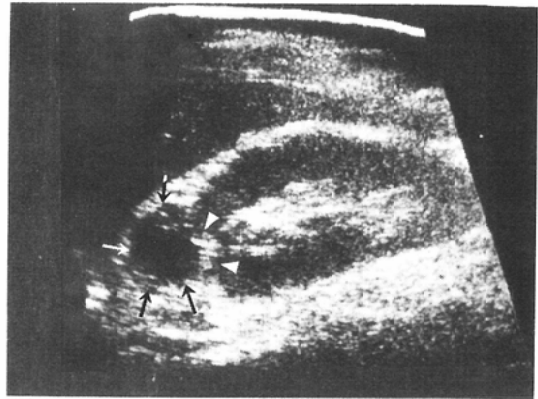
Ultrasonogram of the right kidney. Round mass (arrows) with small echogenic part (arrow heads) in the upper pole. Echo free space of the mass represents intratumoral hematoma.
